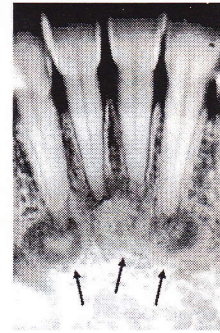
Displasia cemento ósea periapical. Radiografía periapical donde se observan áreas circunscritas radiolúcidas y radiopacas en la zona apical de los dientes anteriores inferiores. Imagen tomada de <http://www.library.vcu.edu/ml/oralpathology/all.html>
